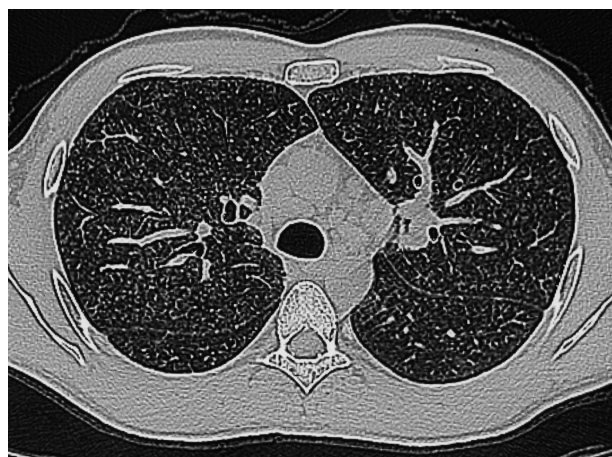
TC ad alta risoluzione del torace (HRCT). La HRCT eseguita all'esordio di malattia (aprile 2004) evidenzia opacità micro-nodulari interstiziali in assenza di aree di consolidamento
